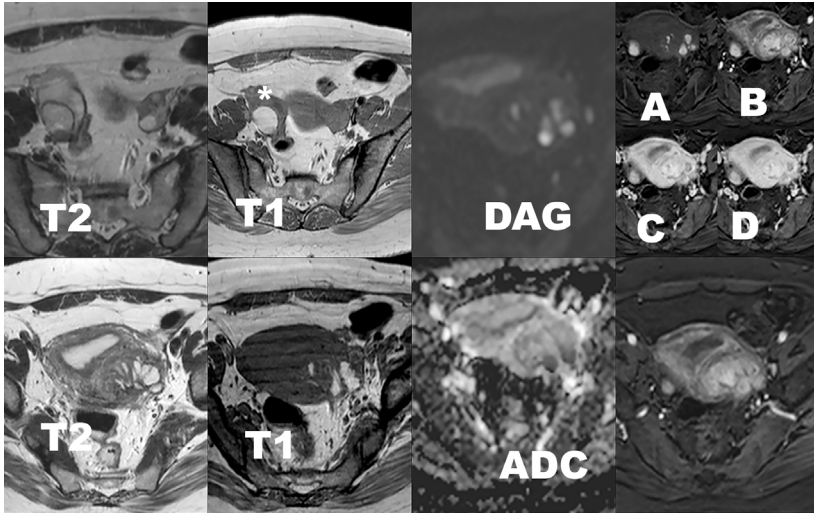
T2A ve dinamik kontrastlı MRG'de (A kontrastsız, B-D kontrastlı seriler) uterus ve rektum tutulumu (\*) gösteren derin pelvik endometriyozis; rektumda mantar başı görünümü. MRG, manyetik rezonans görüntüleme.
